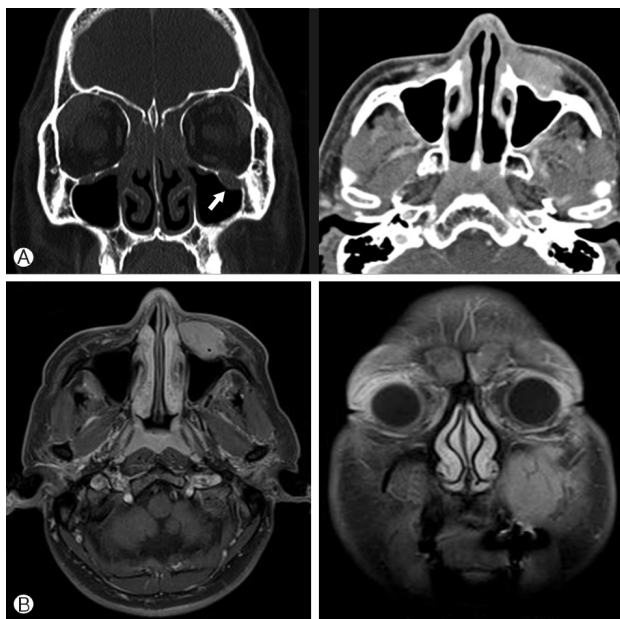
Head and neck CT (A) and MRI (B) images. A well defined, soft tissue mass is located at left cheek and invaded to the maxillary sinus (arrow).
